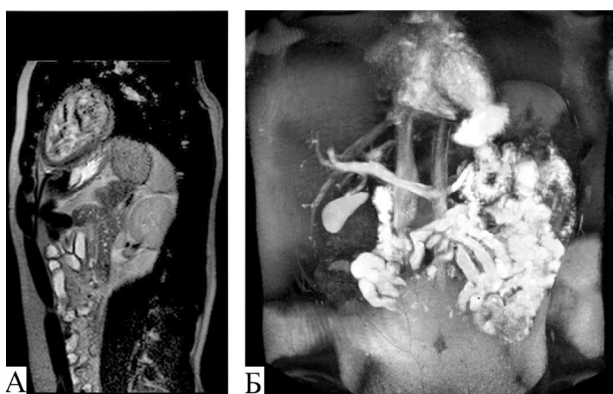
Клинический случай 2. МРТ желудка после курса бальнеотерапии. Сканирование через 30 минут после нагрузочного питьевого теста. Режим T2. А – сагиттальная проекция. Б – корональная проекция.
